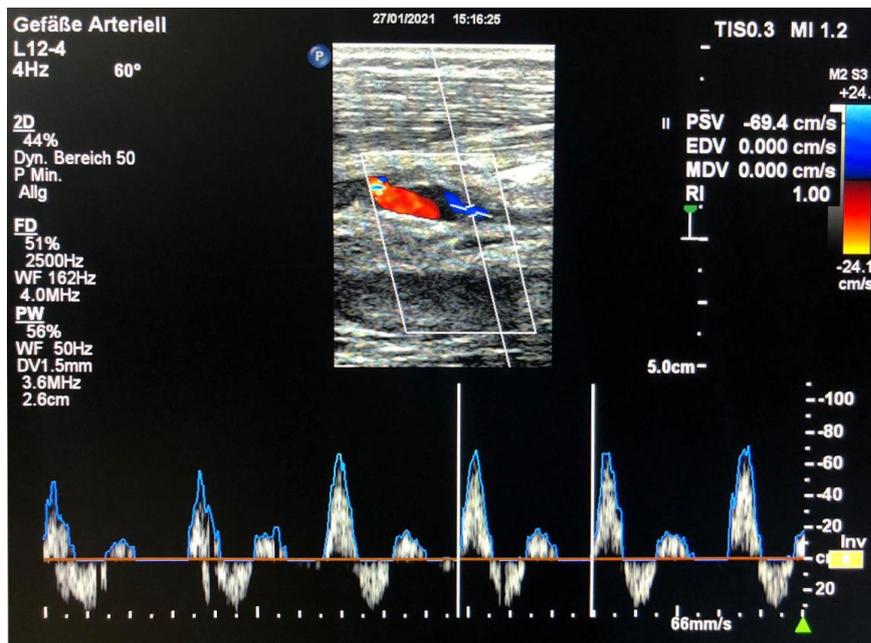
术后 16 个月静脉移植物双功能超声检查。
